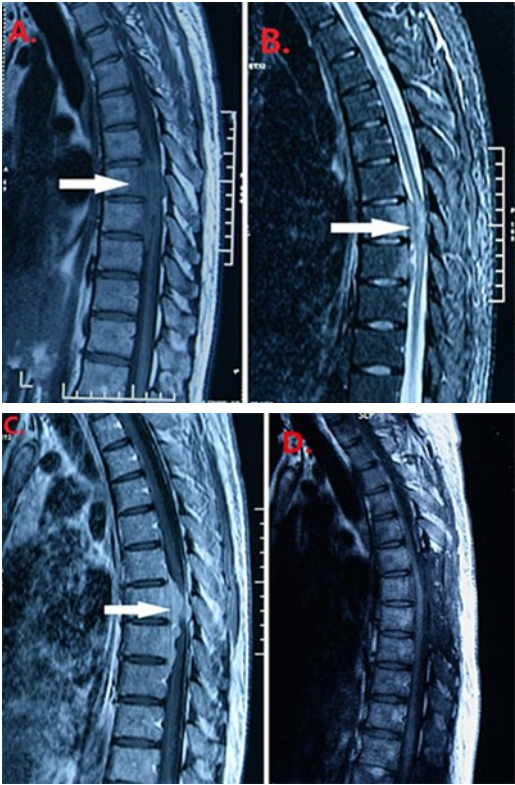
胸 6~9 椎管内 Rosai-Dorfman 病手术前后 MRI
